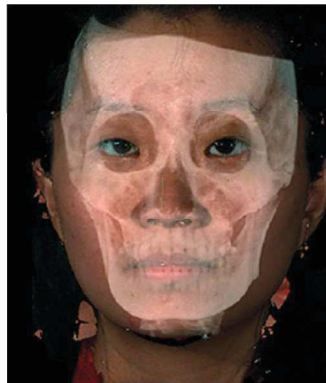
Image 3D obtenue grâce au logiciel 3dMdvultus combinant la stéréophotogrammétrie et le CBCT [130]
